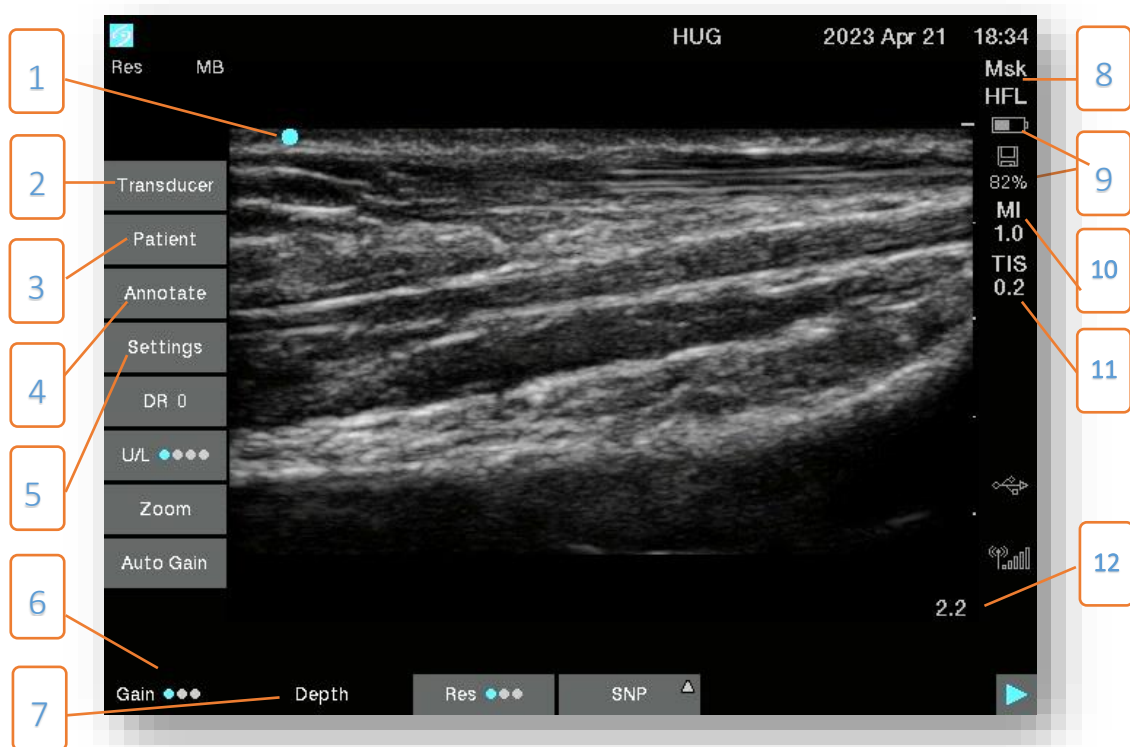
échographie réalisée avec un appareil Sonosite® SII® sonde L (13-2)^[27]
